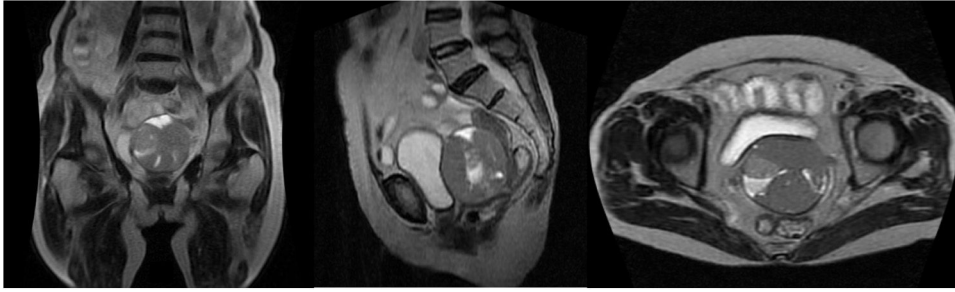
RM preoperatoria (27-03-2019): secuencia en T2 donde se evidencia masa sólida quística de 77 × 68 mm ubicada en fondo de saco posterior; el componente sólido se comporta con baja señal.
